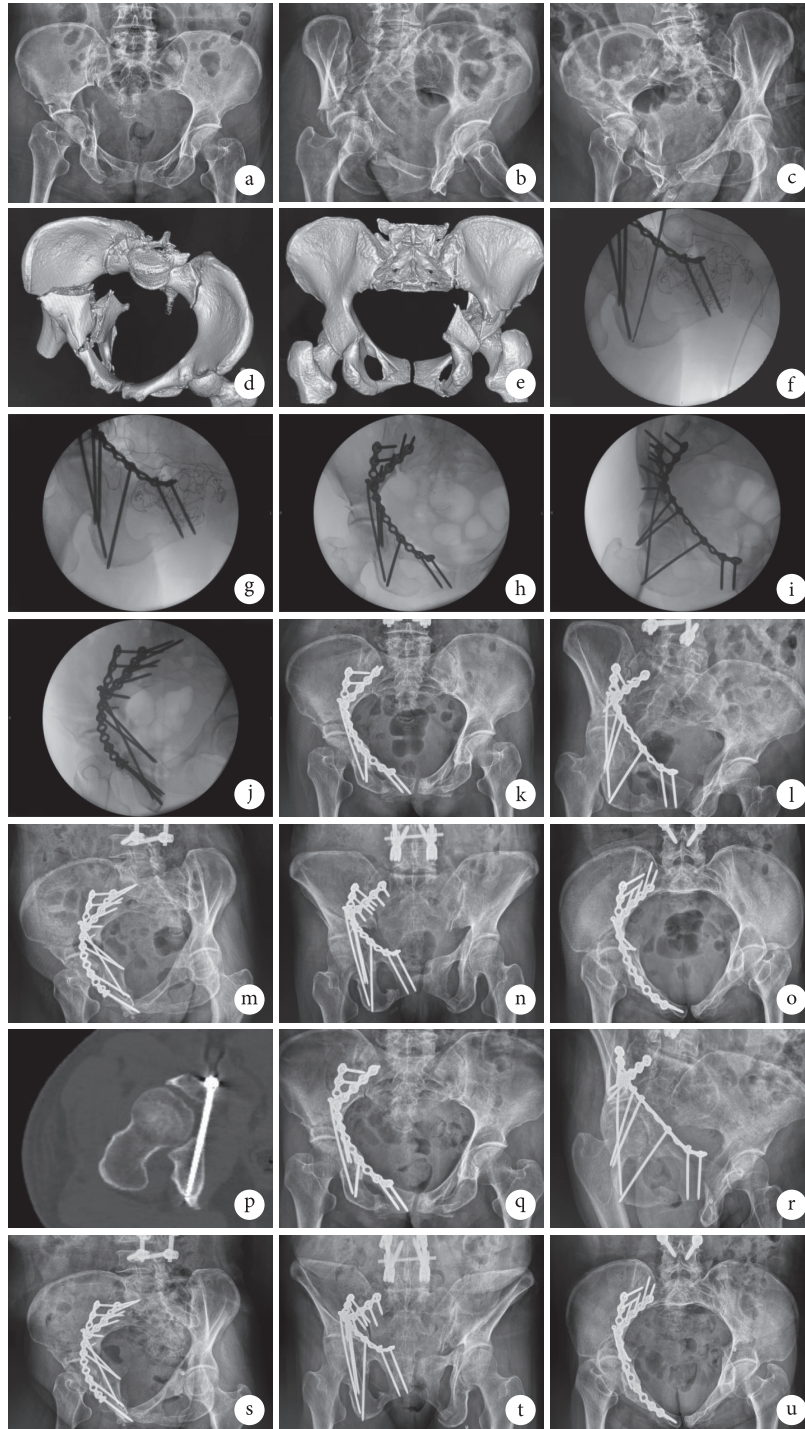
患者,女,56岁,右侧髌臼骨折(Letournel-Judet分型为T型骨折) a~c.术前骨盆前后位、右侧闭孔斜位及右侧髂骨斜位X线片; d、e.术前骨盆CT三维重建; f、g.术中IAS植入过程; h~j.术中骨盆前后位、右侧闭孔斜位、右侧髂骨斜位透视示髌臼骨折复位满意,IAS位置良好; k~o.术后7d骨盆前后位、右侧闭孔斜位、右侧髂骨斜位、出口位及入口位X线片示髌臼骨折复位满意,IAS位置良好; p.术后8dCT示IAS全程位于通道内; q~u.术后3个月骨盆前后位、右侧闭孔斜位、右侧髂骨斜位、出口位及入口位X线片示骨折愈合
